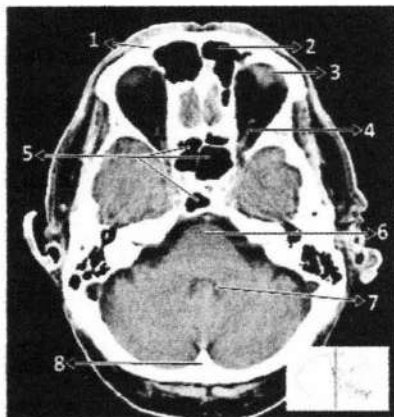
Anatomi Otak Irisan *cross sectional* 1 pada CT (Moeller, 2007)
